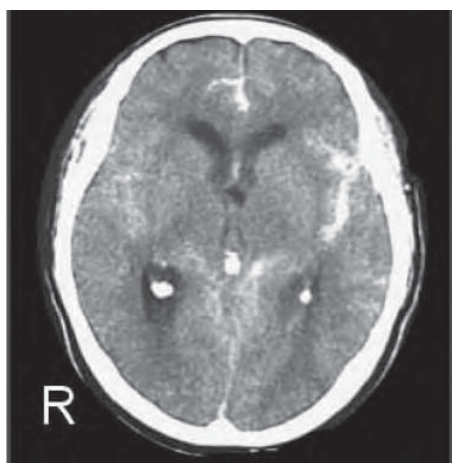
/1.- TAC de cráneo. Hemorragia meníngea en el tercer mes de embarazo.
